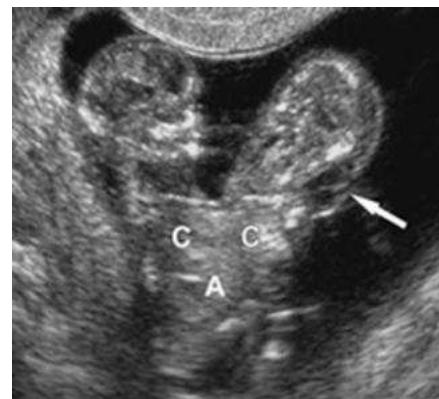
Ecografía muestra gemelos fusionados ("siameses").
